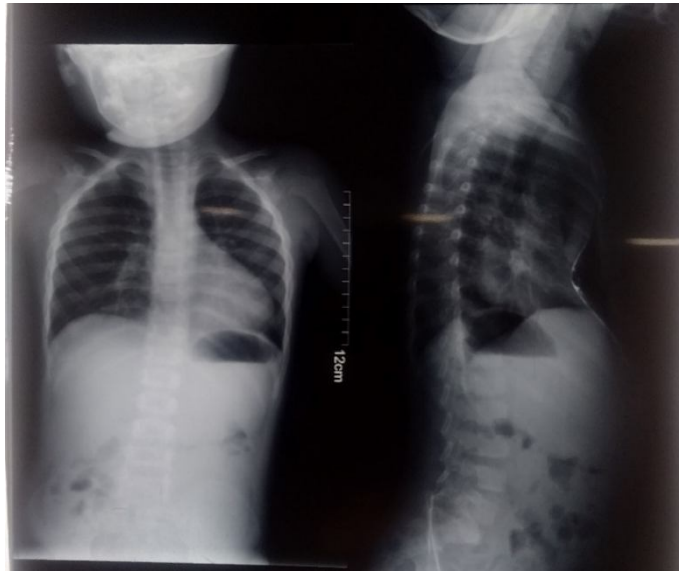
Рентгенограмма грудной клетки в прямой и боковой проекциях
